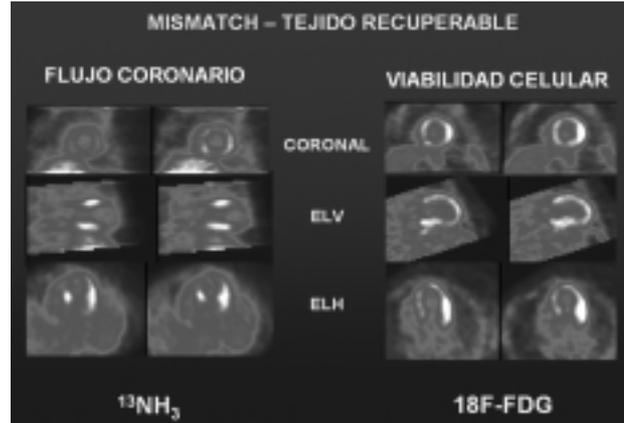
Los cortes tomográficos obtenidos durante el estudio PET con adenosina muestran un extenso defecto de perfusión en los territorios antero-septo-apical e infero-apical. Al efectuar el estudio con FDG se visualiza una conservación del metabolismo celular en todo aquel territorio miocárdico que presentaba alteraciones del flujo. Se dictaminó que el paciente presentaba un patrón de viabilidad celular por lo que se aconsejó by-pass aortocoronario. Gentileza Dr. Simó. CETIR Grup Mèdic.
